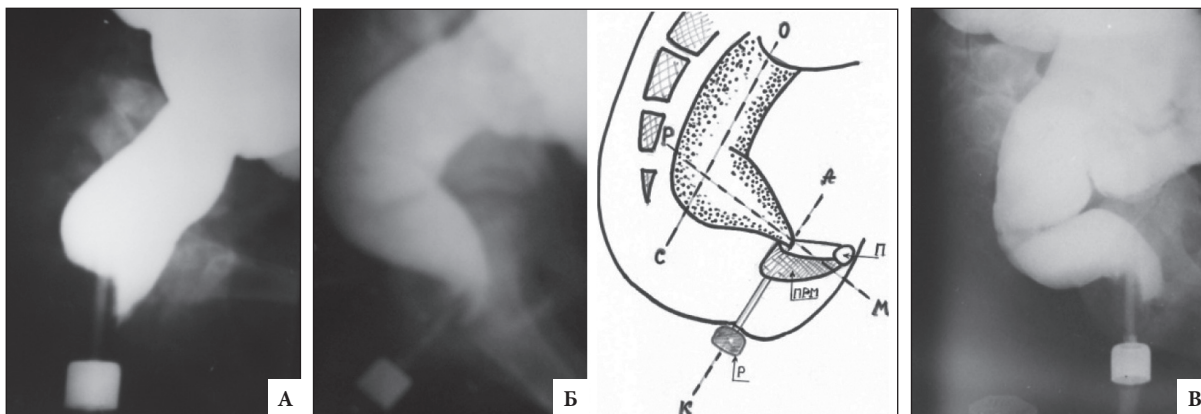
Рентгенограммы аноректальной зоны у пациентов без нарушения функций удержания кала и дефекации. Во всех случаях расстояние от прямой кишки (АУ) до метки на промежности равно длине анального канала для данного возраста
